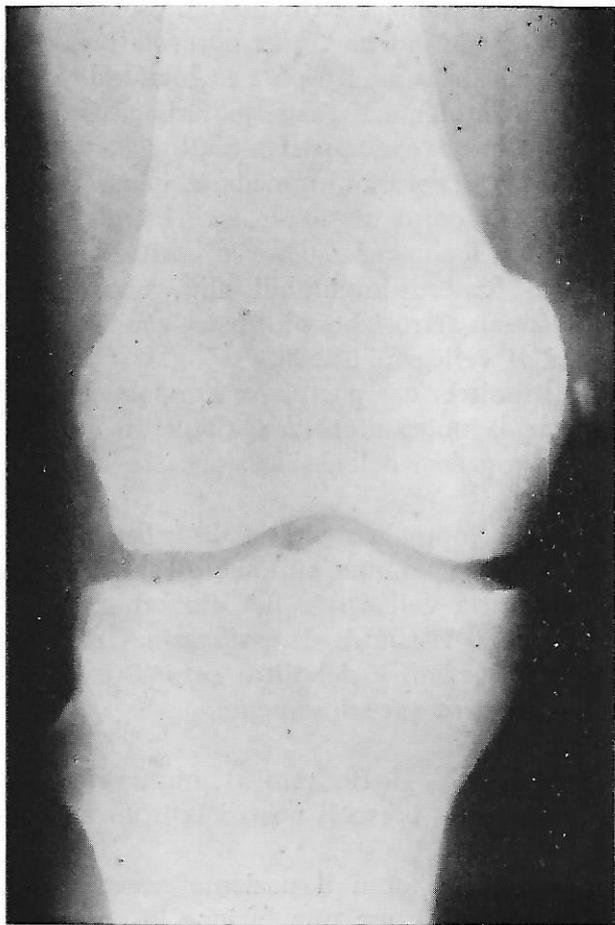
Caso n. 4: esame radiografico del ginocchio destro, eseguito durante il ricovero. Proiezione antero-posteriore. Ossificazione paracondiloidea mediale a sesamoide, di tipo medio, asintomatica.
